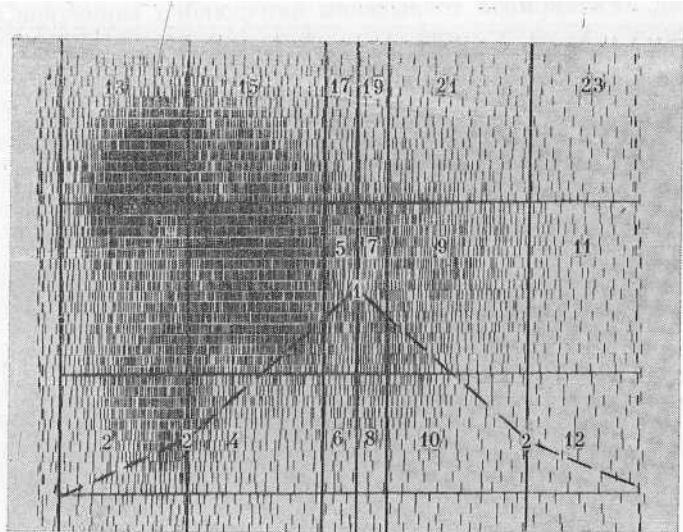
Сцинтиграмма печени при множественных метастазах опухоли яичка.
